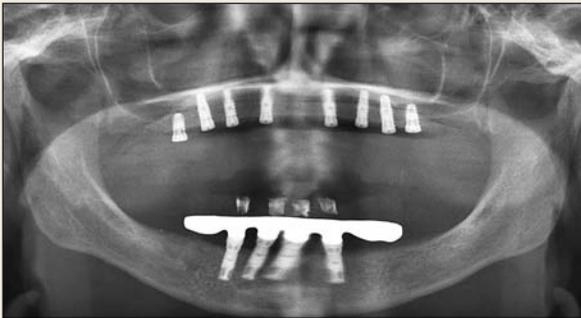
/ Orthopantomogramme immédiatement après l'intervention chirurgicale. Toutes les coiffes ont été placées correctement, c'est-à-dire sans espace visible entre l'épaule de l'implant et les vis de couverture. Pas de signe pathologique.
